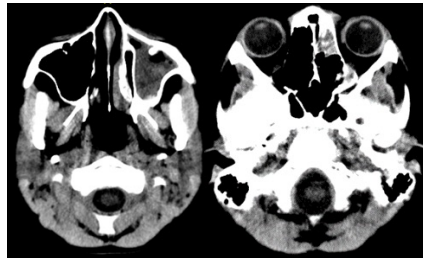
TC simple monocorte 15 días previos al empiema. Se observa sinusitis maxilar y etmoidal izquierdas.
